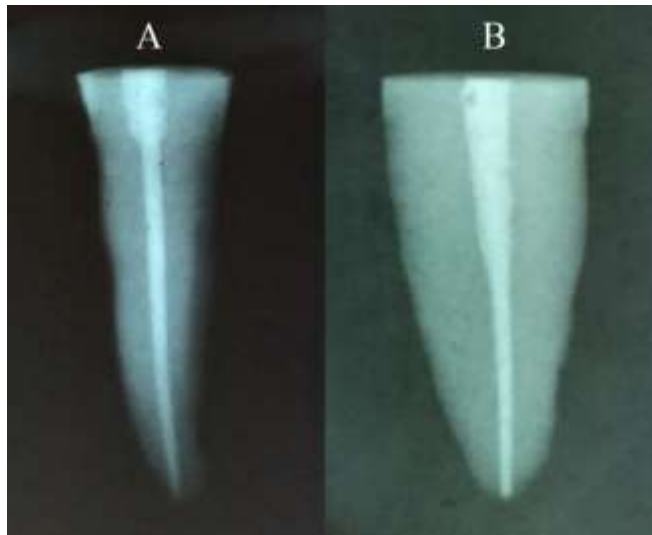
Exemple de radiographie en incidence VL (A) et MD (B) après la phase d'obturation
